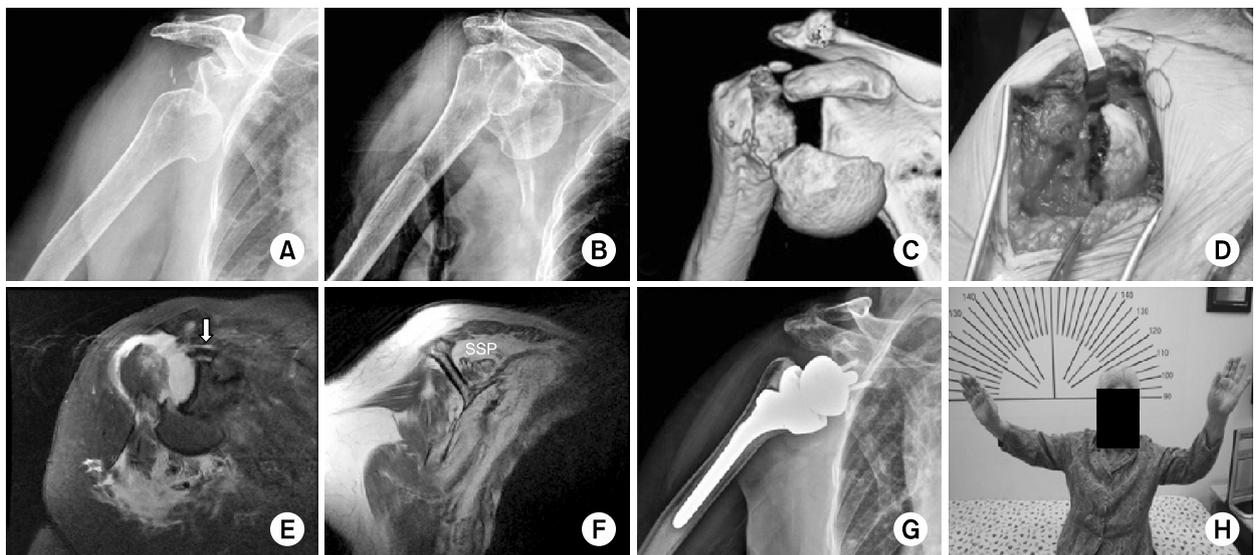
(A, B) Shoulder radiographs show a subacromial type of anterior glenohumeral dislocation. (C) Anterior dislocation with humeral anatomical neck fracture was observed on 3-dimensional computed tomography images. (D) Intraoperative photograph shows a humeral anatomical neck fracture. (E) Coronal oblique, T2-weighted magnetic resonance imaging (MRI) scan of a full thickness tear and medial retraction of the supraspinatus tendon (white arrow). (F) And supraspinatus muscle (SSP) with Goutallier classification grade III was seen on a sagittal, T1-weighted MRI scan. (G, H) Postoperative with a reverse total shoulder arthroplasty (Zimmer, Cowpens, SC, USA) 4 months later, radiograph and clinical photograph, there were no specific complications and favorable range of motion of the right shoulder was gained at 4 months of follow-up.
